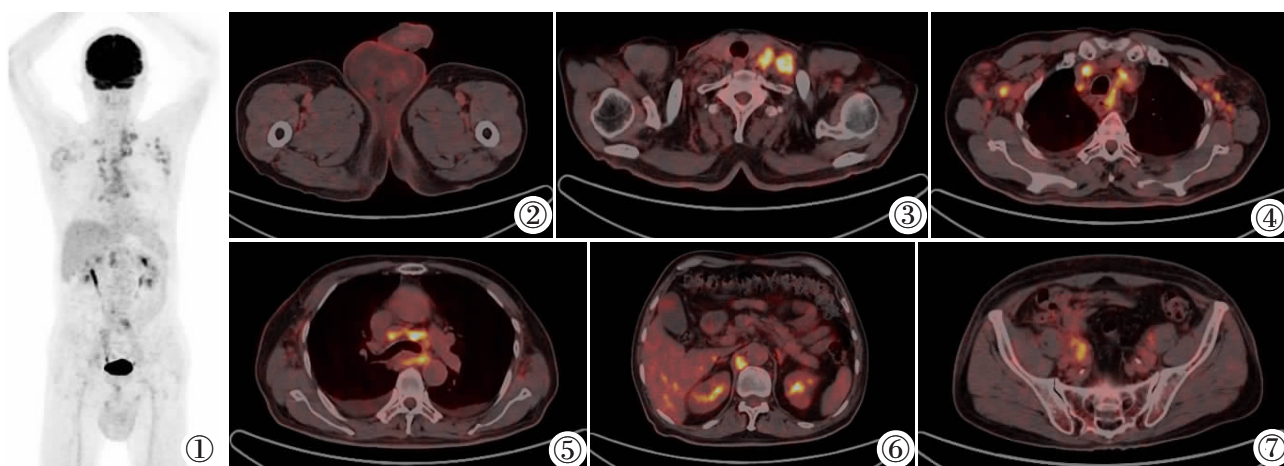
全身 PET MIP 图,示阴囊 ^{18}F -FDG 摄取轻度增高,左侧颈部、双侧锁骨上、双侧腋窝、纵隔、腹膜后及盆腔多处淋巴结 ^{18}F -FDG 摄取增高。图 2 阴囊的横断面 PET/CT 融合图,示阴囊皮下水肿,皮肤弥漫性 ^{18}F -FDG 摄取轻度增高,SUVmax=3.6。图 3~7 分别为颈部、腋窝、纵隔、腹腔及盆腔的横断面 PET/CT 融合图,示左侧颈部、双侧腋窝、纵隔、腹膜后、双侧髂血管旁多发肿大淋巴结,较大者位于右侧髂血管旁,最大横截面积为 33 mm×18 mm, ^{18}F -FDG 摄取均明显增高,SUVmax=8.7,双侧胸腔积液。SUVmax 为最大标准化摄取值。
